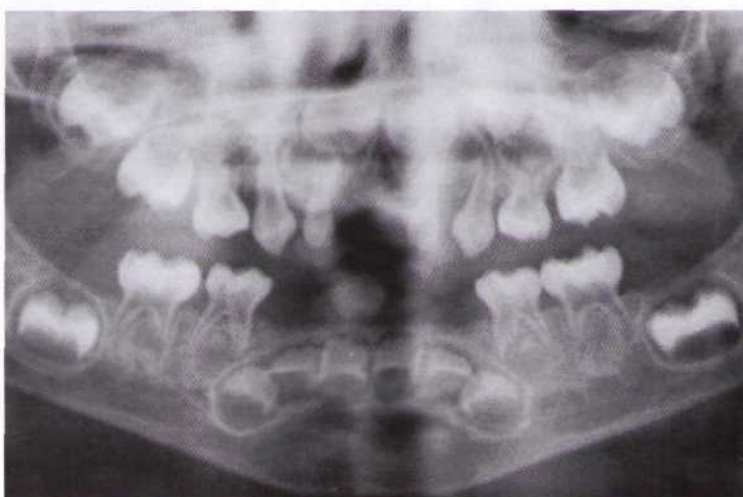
Панорамная рентгенограмма.
